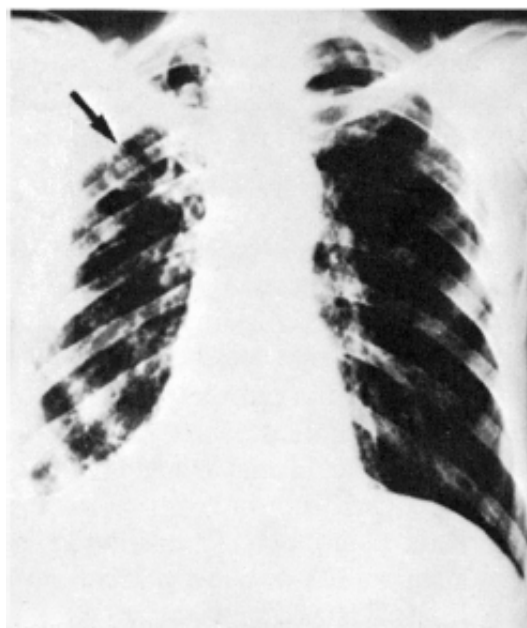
Tuberculose pulmonar. Radiografia simples de tórax mostrando, no lobo superior do pulmão, uma caverna, consequência da eliminação de material necrótico do centro do nódulo, e, no restante do pulmão, lesões fibróticas.
